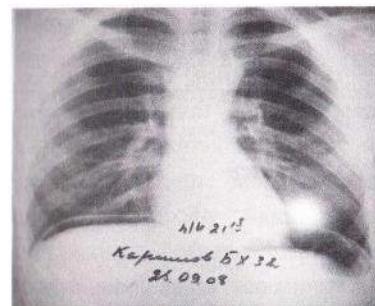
Рентгенограмма: серповидное просветление (свободный газ) под правым куполом диафрагмы
